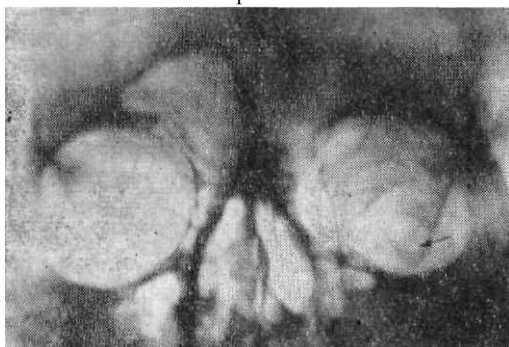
Рентгенограмма черепа в носо-подбородочной проекции. Стрелкой указана грануляционная ямочка большого крыла клиновидной кости.
